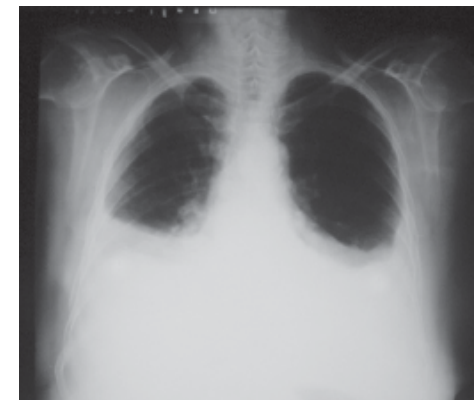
Radiografía frontal del tórax. Se observa opacidad en la región inferior de ambos hemitórax que asciende por el plano axilar. Derrame pleural bilateral.
